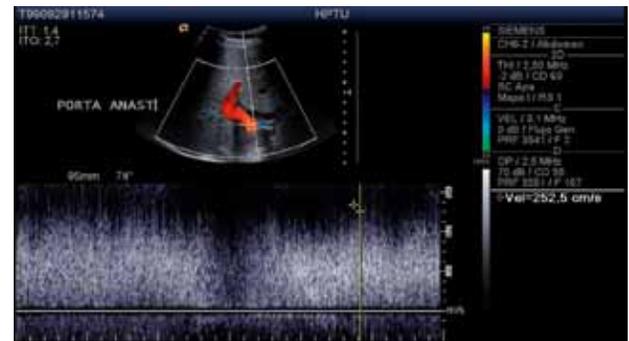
Estenosis de la vena porta. La velocidad sistólica pico en el sitio de la anastomosis está aumentada y se detecta flujo turbulento con el Doppler color (aliasing) y con el Doppler espectral.
